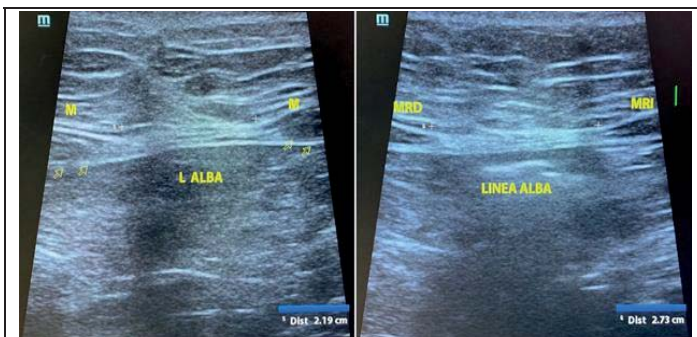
Ultrasonido de pared abdominal, muestra diástasis de músculos rectos abdominales.
